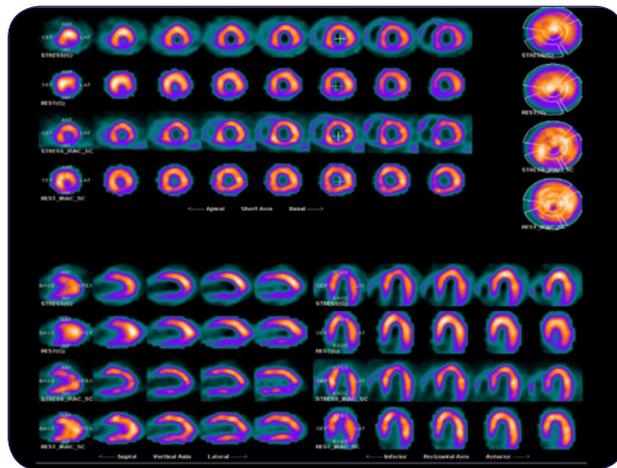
SPECT estrés reposo.
